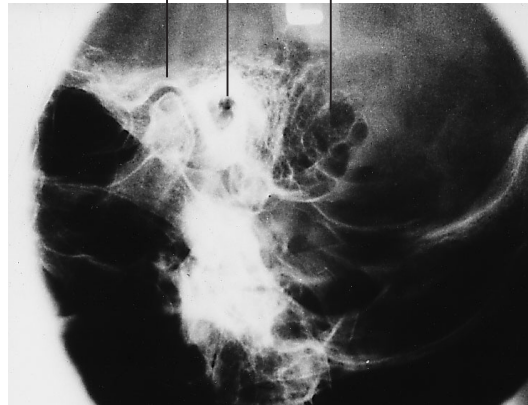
Röntgenaufnahme nach Schüller, Normalbefund.
